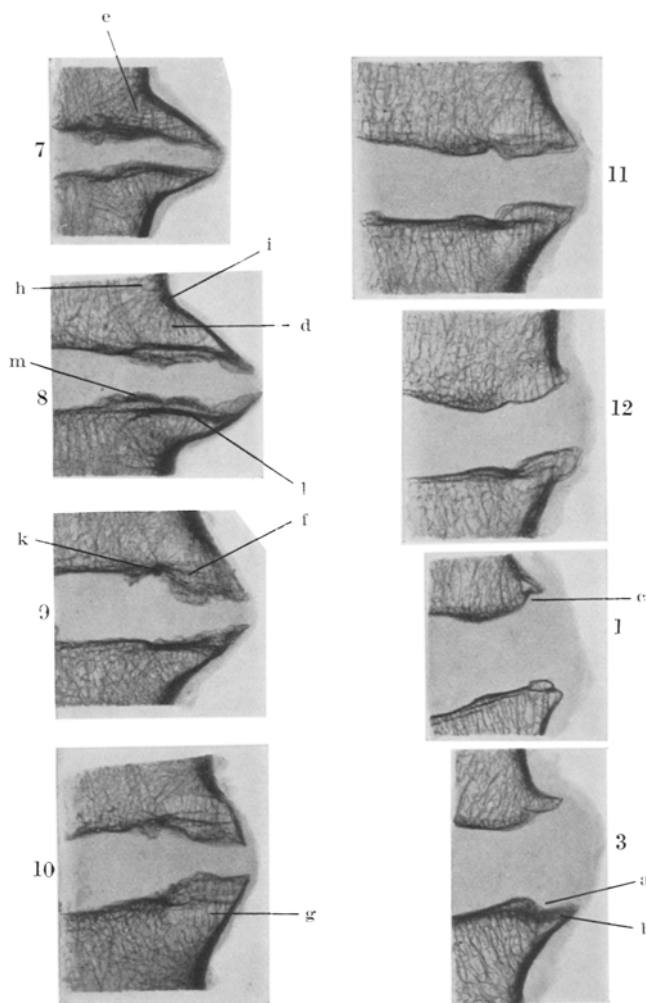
Röntgenbilder dünner *frontaler* Scheiben der 7.—12. Brust- und der 1. und 3. Lendenbandscheibe.
